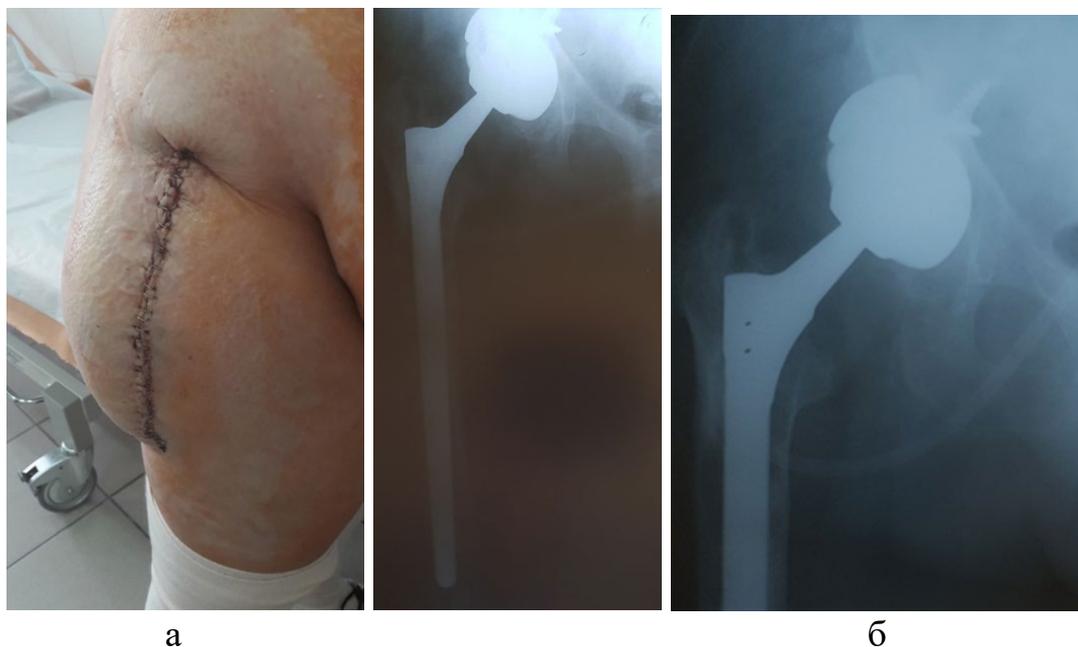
Пациентка Ф., вид раны (12 сутки) (а) и рентгенограммы после ревизионной операции (б)
